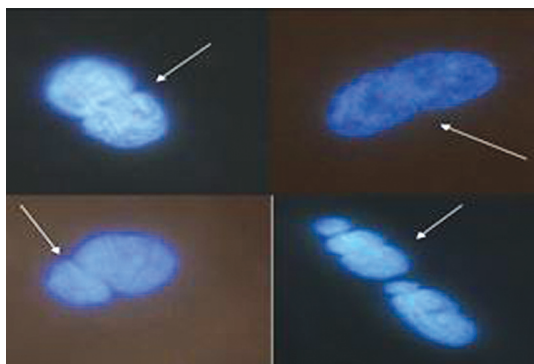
Протрузии (окр. DAPI, x1000)
